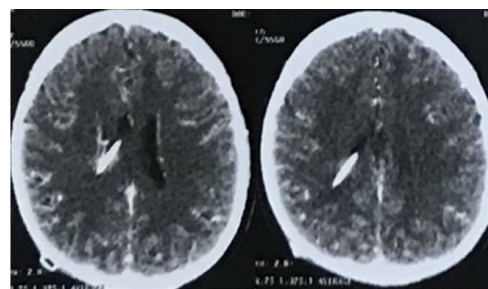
RM de crânio (28/02/2018). Dilatação ventricular, sinais de manipulação cirúrgica e válvula de derivação ventrículo-peritoneal inserida.
